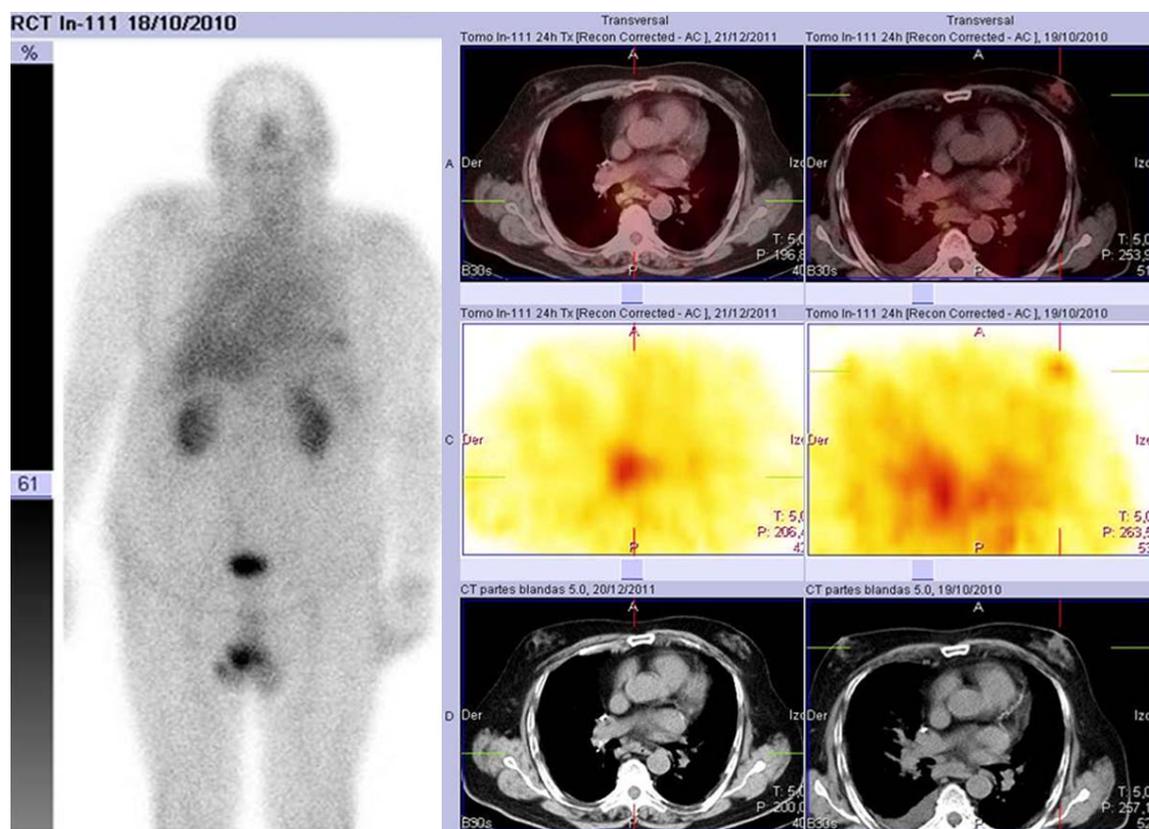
Paciente con tumor neuroendocrino broncopulmonar (Estudio histológico: biopsia bronquial. Tumor carcinoide típico, no mitosis, no necrosis, técnicas de inmunohistoquímica positivas para cromogranina y negativas para TTF1). La gammagrafía muestra, en las imágenes de SPECT y de SPECT/CT un acúmulo de radiotrazador de leve intensidad en el área subcarinal en relación con el tumor primario (foco 61 y 62). Además, tanto en las imágenes planares como en las imágenes tomográficas se observa un acúmulo de radiotrazador localizado en la base del hemitorax izquierdo (foco 60) que la gammagrafía convencional clasificó como indeterminado. Las imágenes SPECT/CT muestran que dicho hallazgo se corresponde con la glándula mamaria izquierda.
